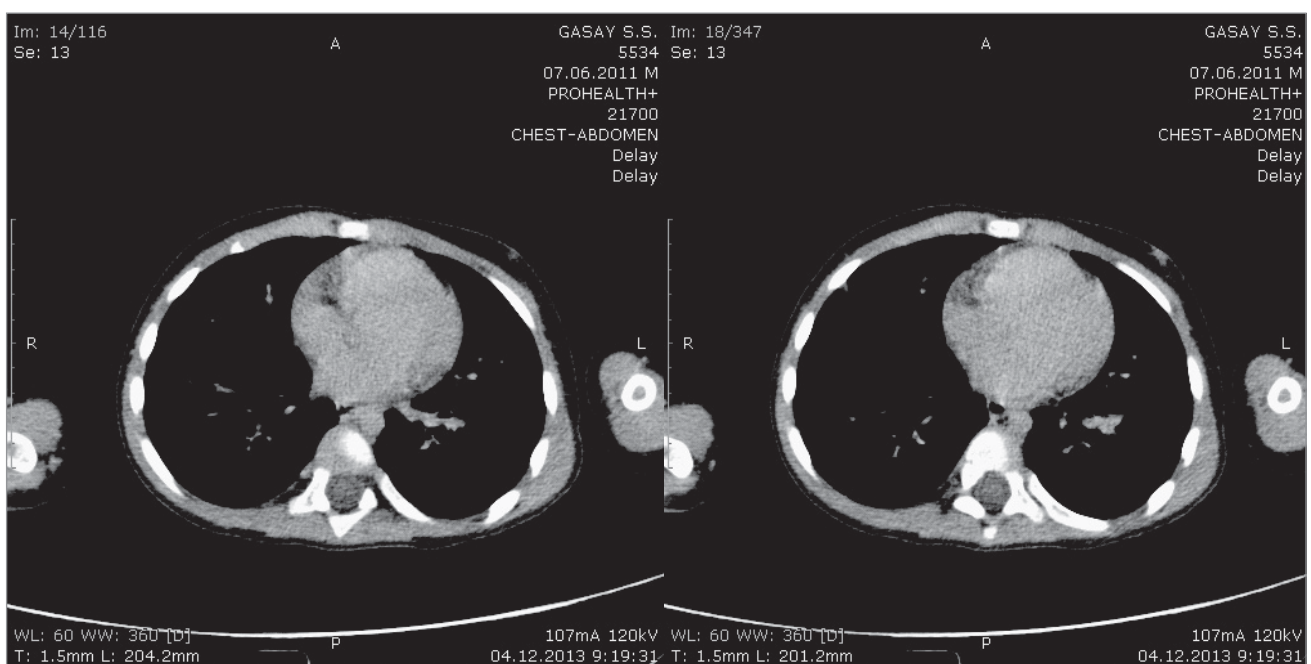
Комп'ютерна томографія органів грудної клітки
